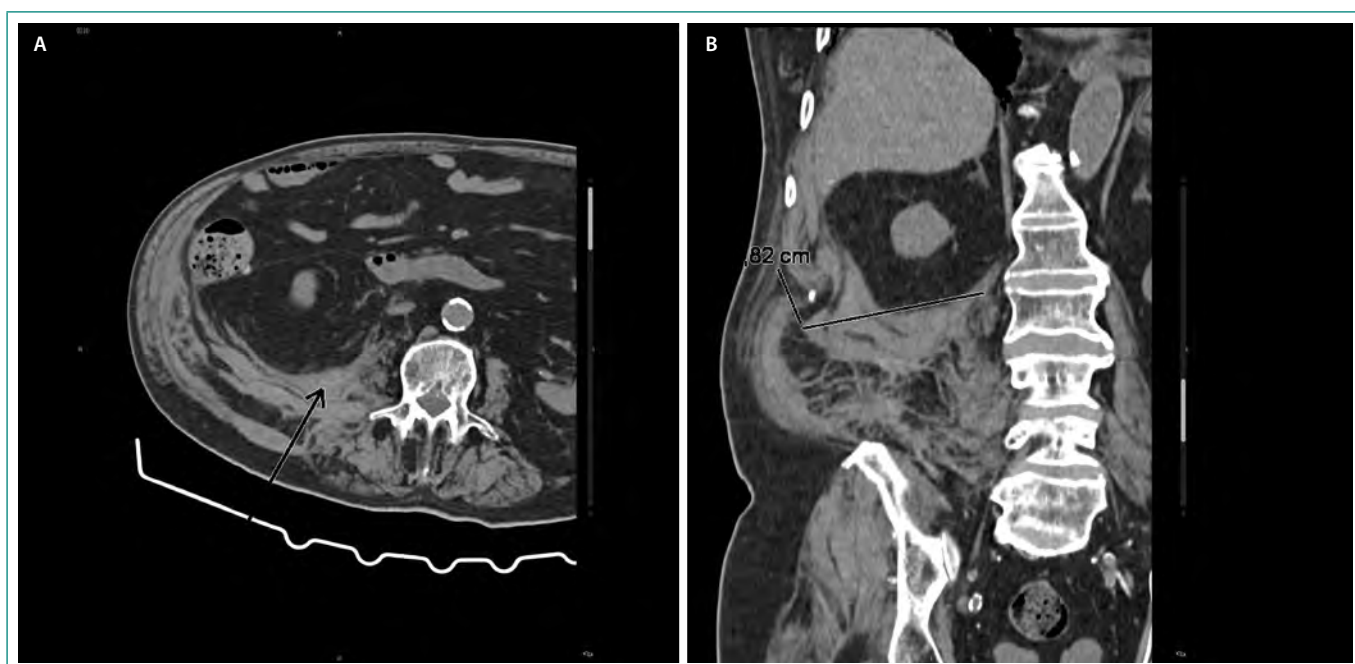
TAC abdominal sin contraste: hematoma retroperitoneal derecha. A. Corte axial. B. Corte coronal.
